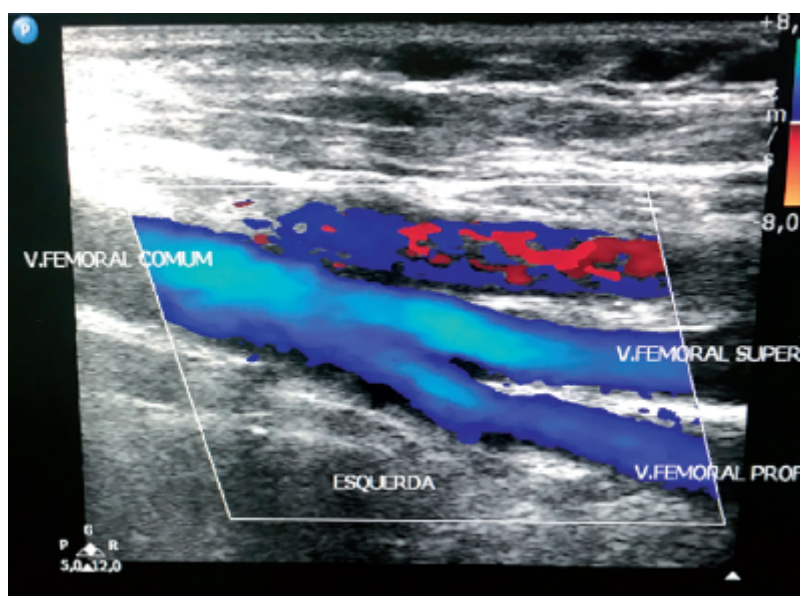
Ecodoppler colorido normal.
